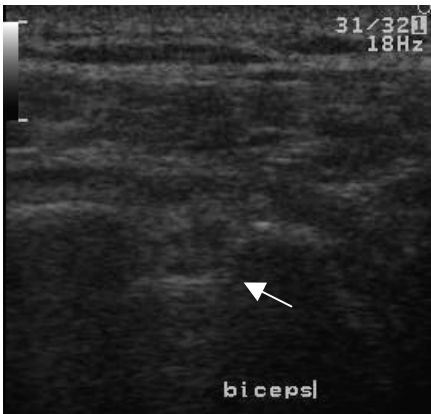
Ultrasonido en corte transversal De la corredera bicipital.
